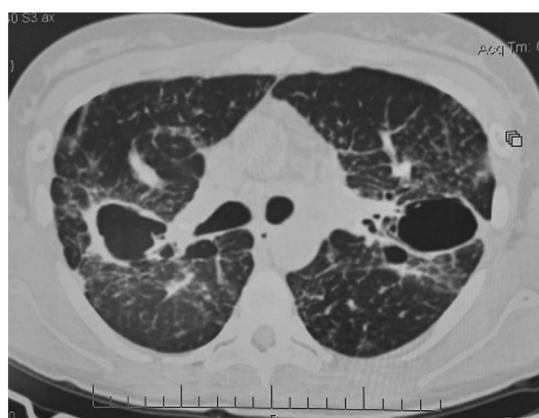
Компьютерная томография, 2019 г. Диссеминация в легких, преимущественно в прикорневых зонах
